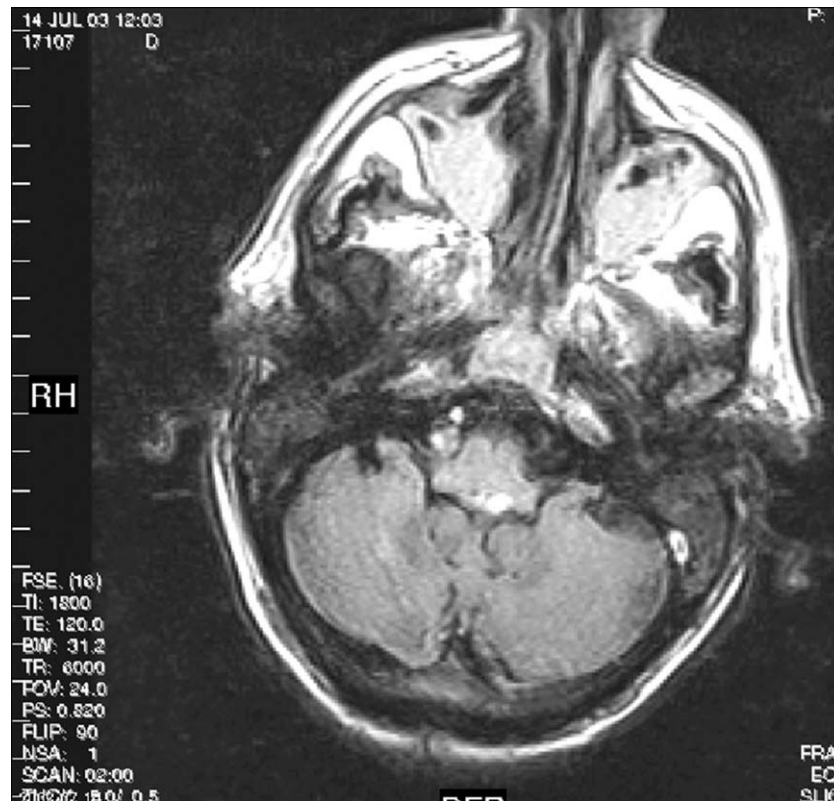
Resonancia magnética de un paciente de 70 años de edad que sufre una pérdida súbita de conciencia, seguida de apneas centrales y paro respiratorio. El flair muestra la presencia de un hematoma en la región dorsal del bulbo.
